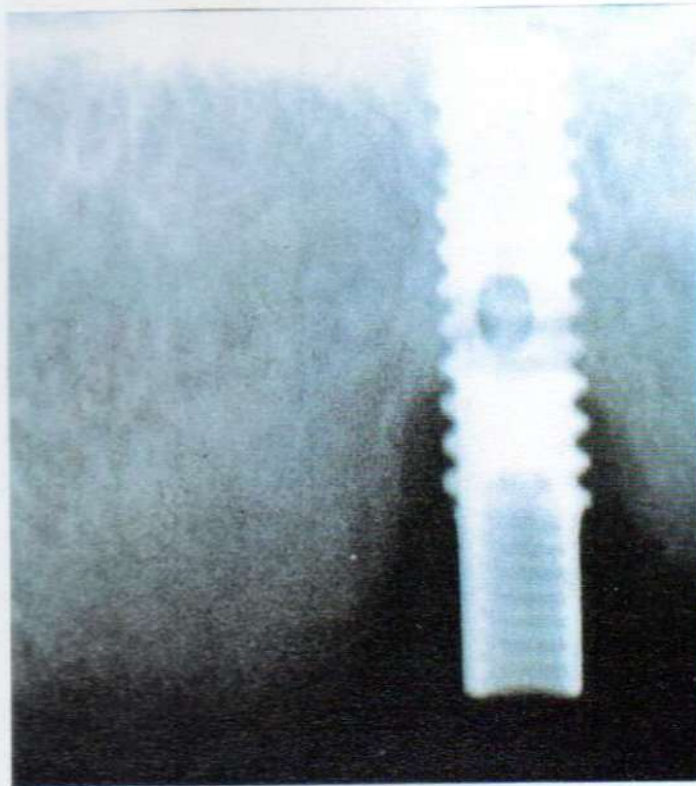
Caso Clínico No.10. Radiografía periapical de implante con marcada periimplantitis en zona de elemento 13.
